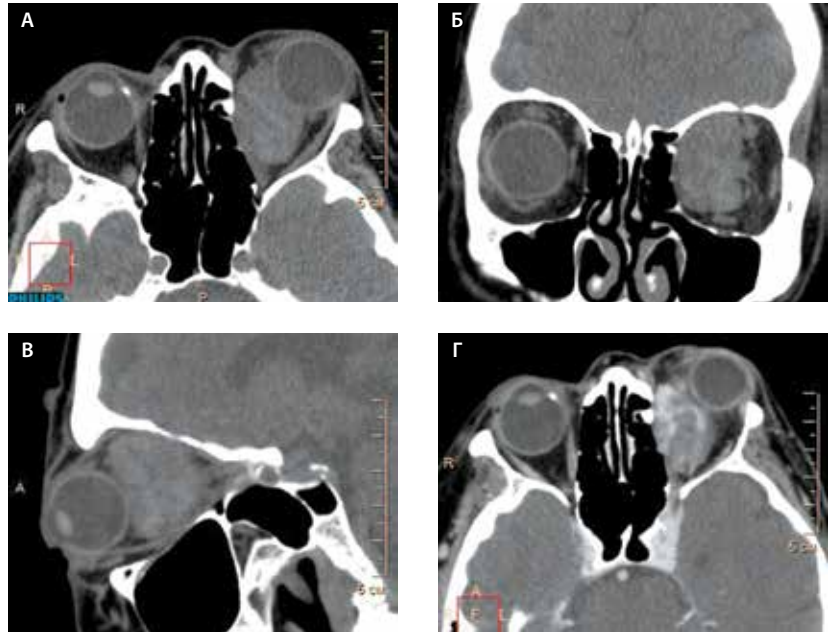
Компьютерная томография орбит, мягкотканное окно. Выявляется большая опухоль левой орбиты, не достигающая орбитального конуса: А – аксиальный скан; Б – фронтальная; В – сагиттальная реконструкции бесконтрастного исследования; Г – после внутривенного контрастного усиления отмечается неравномерное накопление контрастного препарата
